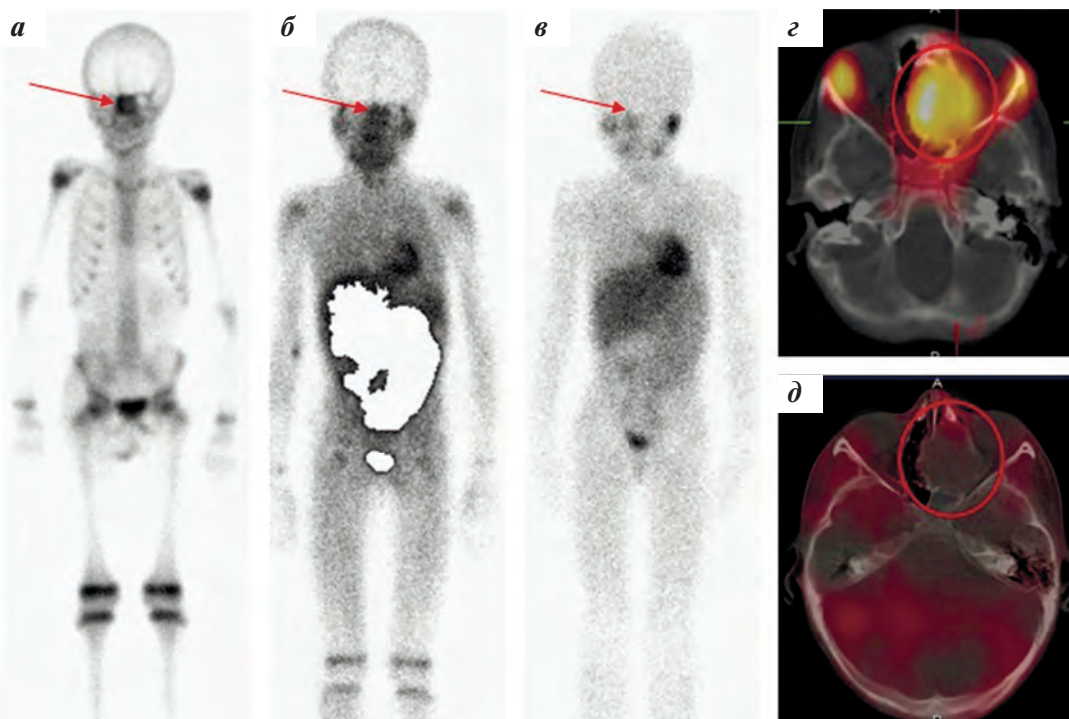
Планарные сцинтиграммы в передней проекции с остеотропным РФП ^{99m}Tc-технефором (а), туморотропными ^{99m}Tc-технетрилом (б) и ¹²³I-метайодбензилгуанидином (¹²³I-МИБГ) (в). Гибридные аксиальные однофотонные эмиссионные КТ-срезы, совмещенные с низкодозной КТ (ОФЭКТ/КТ), головы на уровне решетчатого лабиринта с ^{99m}Tc-технетрилом (г) и ¹²³I-МИБГ (д). Указана область патологии (описание в тексте)
